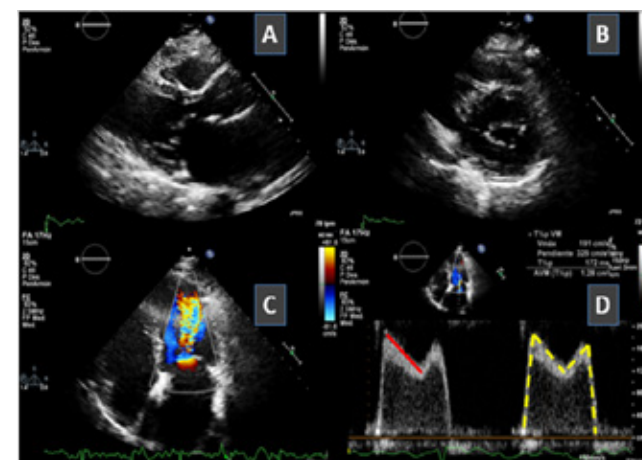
Ecocardiograma transtorácico 2D en paciente con estenosis mitral reumática. A) Vista de eje largo paraesternal que evidencia engrosamiento valvar y del aparato subvalvular mitral, con valva anterior en "palo de Hockey" y apertura en domo. B) Eje corto paraesternal donde se visualiza apertura en "boca de pez". C) Vista de 4 cámaras apical donde se localiza con Doppler color la mayor aceleración del flujo anterógrado mitral. D) Cálculo del AVM por THP (línea roja) y de los gradientes anterógrados máximo y medio (línea amarilla).
